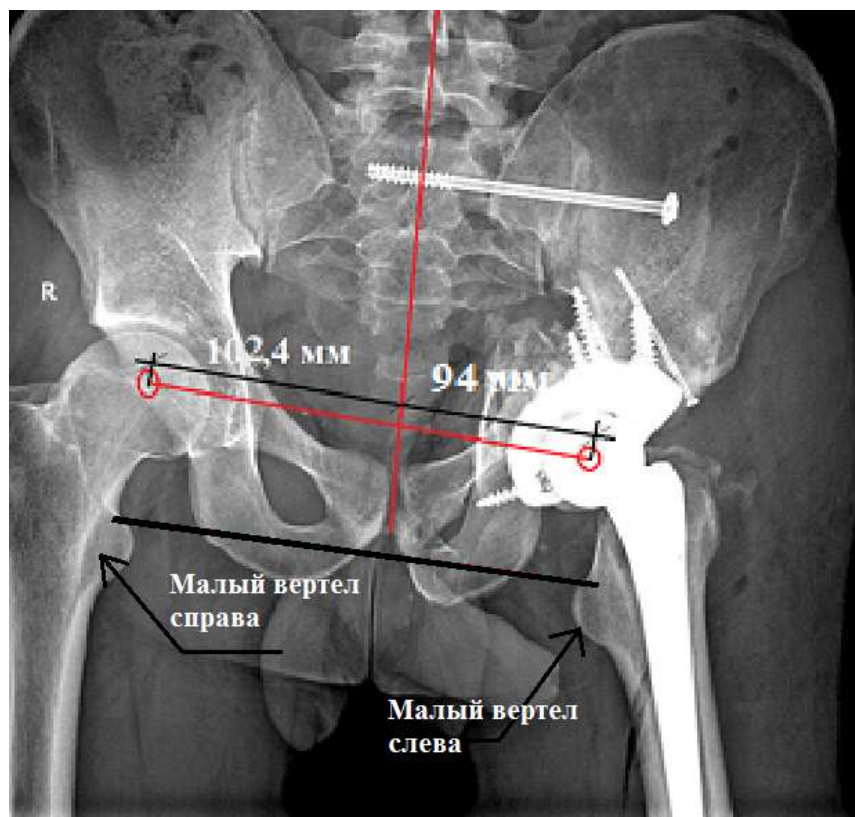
Обзорная рентгенограмма тазобедренных суставов пациента К., 1990 г. р., в прямой проекции с центрацией трубки рентгена на лонное сочленение на 3-и сут после операции
